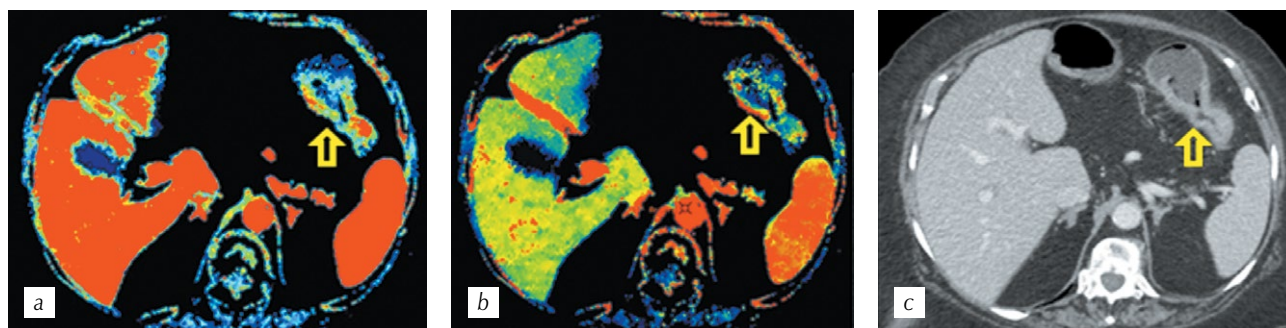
Перфузионная компьютерная томография (a, b). Цветные параметрические карты: a — объема и b — скорости кровотока, демонстрирующие патологический повышенный кровоток в стенках стенозирующей опухоли селезеночного изгиба ободочной кишки (стрелки); c — спиральная компьютерная томография. Мультипланарная реконструкция в аксиальной плоскости в портальную фазу сканирования
